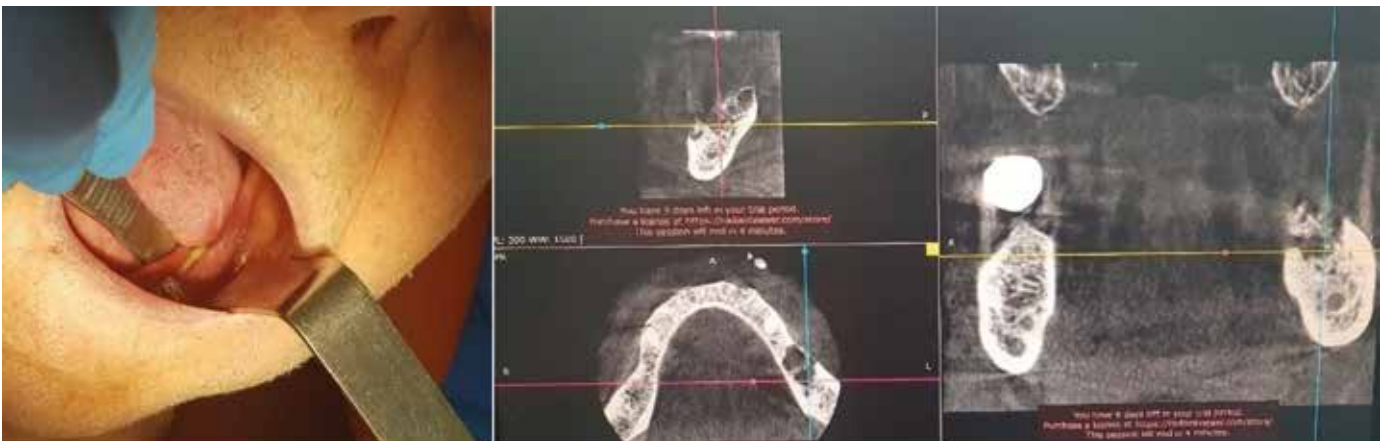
Фото и конусно-лучевая компьютерная томограмма (пациент С., 80 лет)
